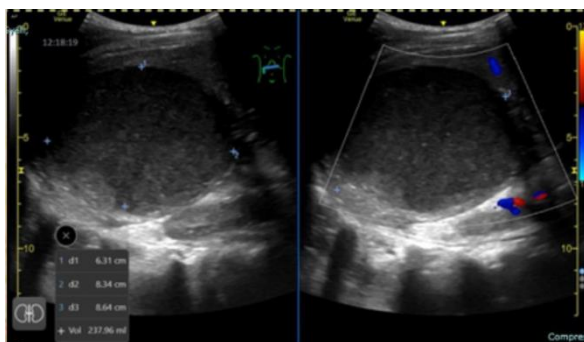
Evaluation of abdominal ultrasound after 5 months administration of oral antibiotics. It showed the size of liver abscess only reduced approximately 35% from the first abdominal ultrasound examination (6.3 cm x 8.3 cm x 8.6 cm)
